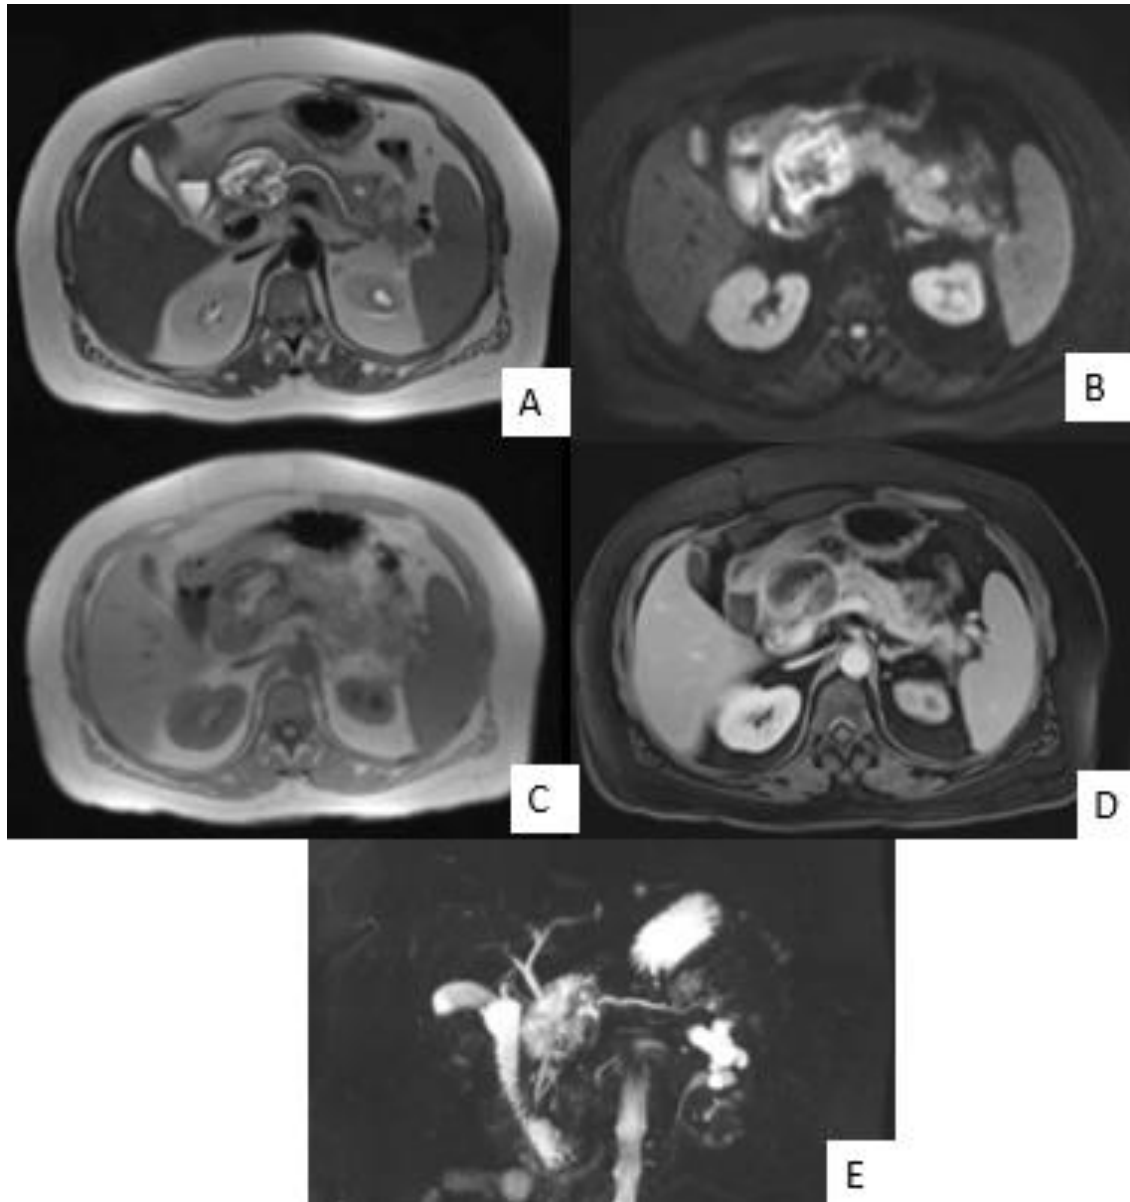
Nécrose organisée pancréatique en IRM : (A) séquence pondérée T2 en coupe axiale montrant une hypersignal périphérique avec un tissu nécrotique en asignal; (B) Séquence de diffusion : Restriction hétérogène de la diffusion ; (C) Séquence T1 in phase objectivant un hypersignal du tissu nécrotique central ; (D) T1 FS séquence VIBE objectivant une prise de contraste périphérique de la collection ; (E) cholango Wirsungogramme par RM, montrant la communication de cette collection avec le canal pancréatique principale.
